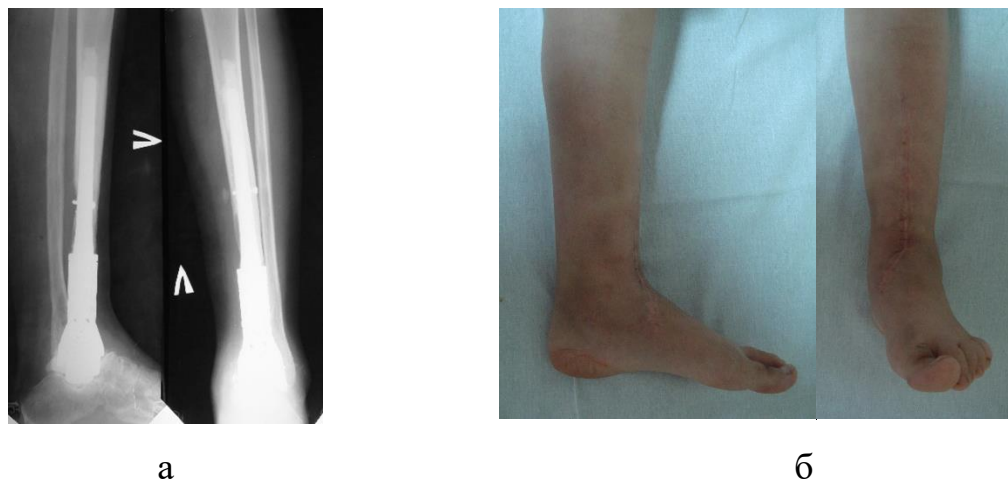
Фотовідбитки рентгенограм лівої гомілки з гомілково-надп'ятковим суглобом у 2х проекціях пацієнтки Ш., 19 р., № історії хвороби 73311, після операції 1 рік (а), зовнішнього виду нижньої кінцівки після операції 1 рік (б).
